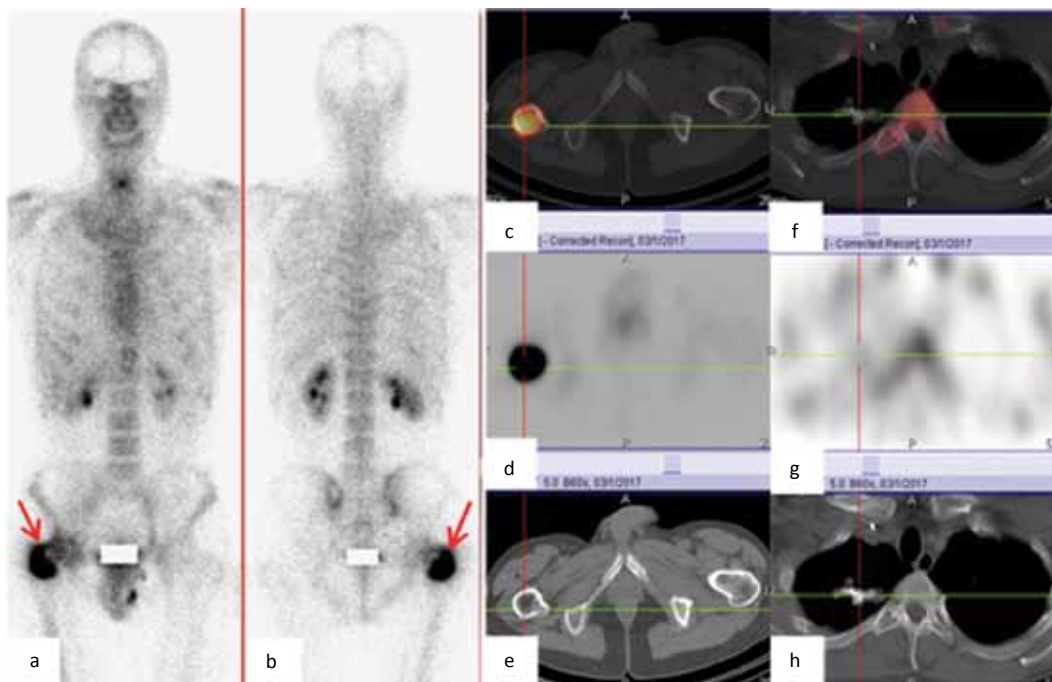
Control check-up on 01.03.2017. Bone scan (a, b) and SPECT/CT of the pelvis (c, d, e) and chest (f, g, h). Hyperaccumulation of the radiopharmaceutical in the area of the proximal right femur. On CT scan, the lesion increased in size 4.5×4×3.3 cm. Progression of the underlying disease V. Accumulation of radiopharmaceutical in the lesion in the right lung normalized
